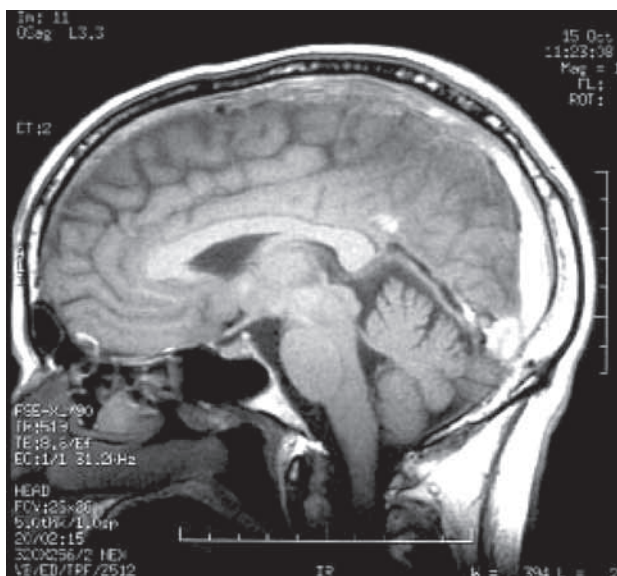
RM. Plano sagital. Aumento de densidad a nivel del seno longitudinal superior y, parcialmente del seno recto.
